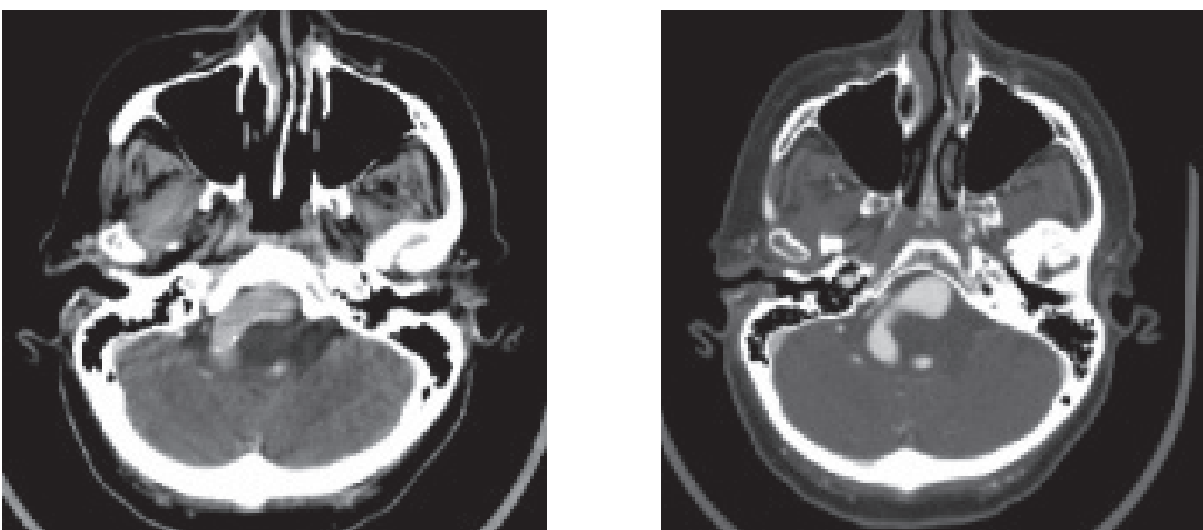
Комп'ютерна томографія: компресія стовбурових структур фузиформною аневризмою основної артерії
